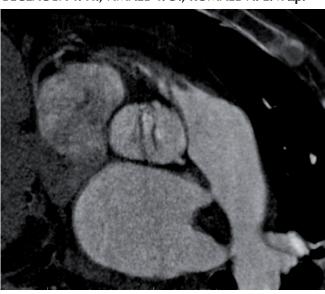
Метод МСКТ. Многоплоскостная реконструкция. Двухстворчатый аортальный клапан
